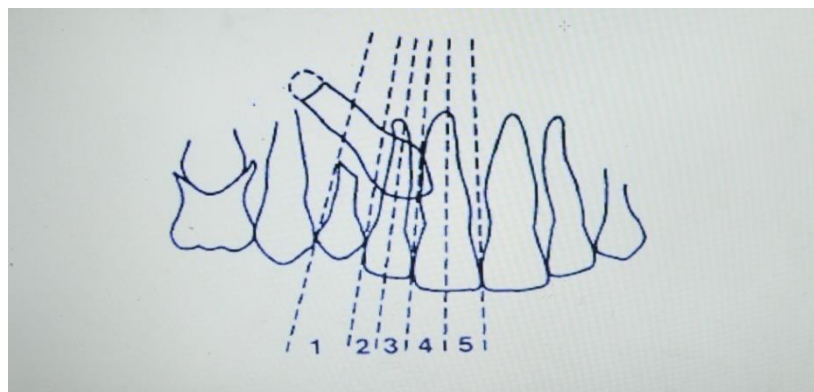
Medidas de Sectorización del canino retenido efectuado sobre la ortopantomografía.
